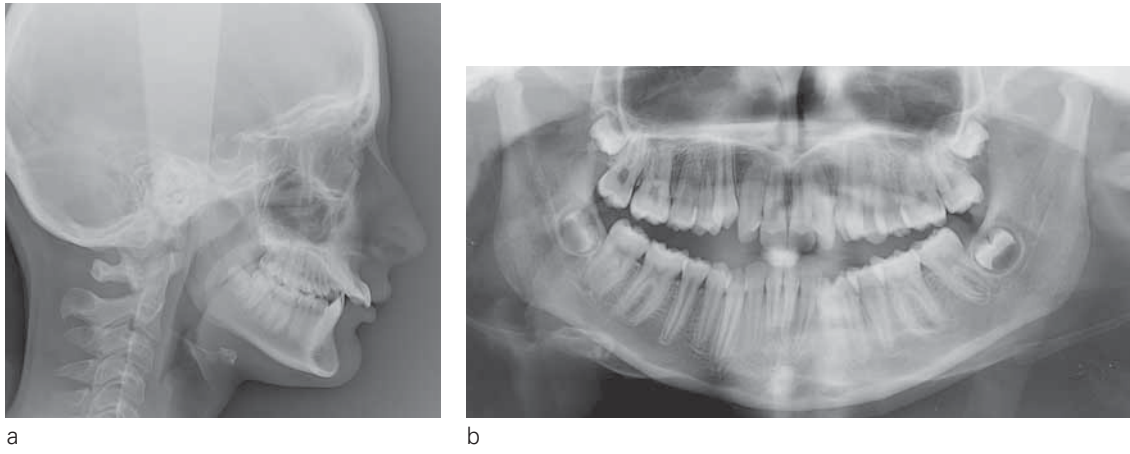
a) Téléradiographie de profil. b) Radiographie panoramique.
